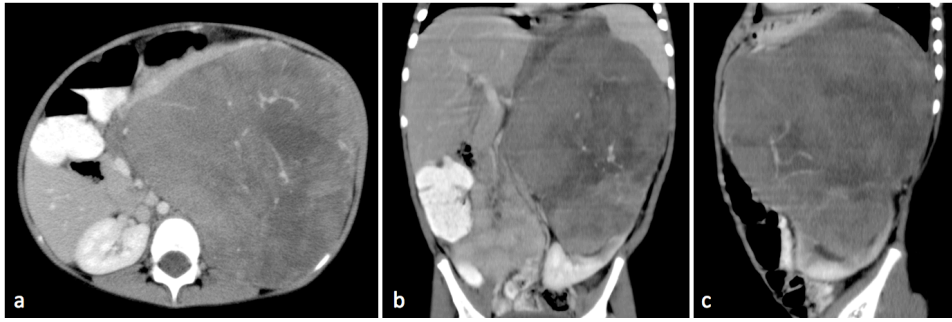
Paciente masculino de 3 años de edad. Tomografía contrastada de abdomen, plano axial (a), coronal (b) y sagital (c). Masa sólida renal izquierda de realce heterogéneo, con algunas áreas de necrosis, > de 1000cc de volumen y con rotura tumoral intra-operatoria. Resultado de histopatología compatible con tumor de Wilms subtipo no favorable.
